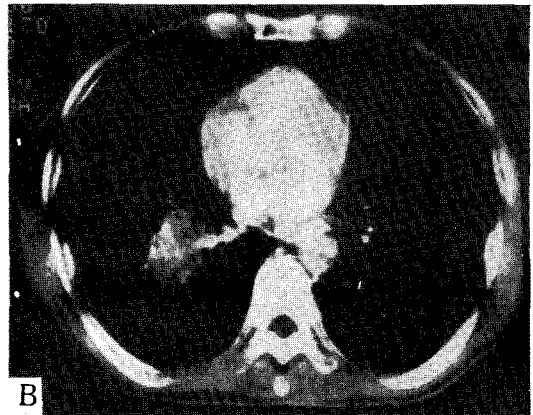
A(Left) 2-B(Right) Computed tomography; About 2×2×4 cm sized soft tissue mass which compress right upper lobe bronchus nearly completely and another 4×4×3 cm sized lobulated mass on right paracardiac area.
